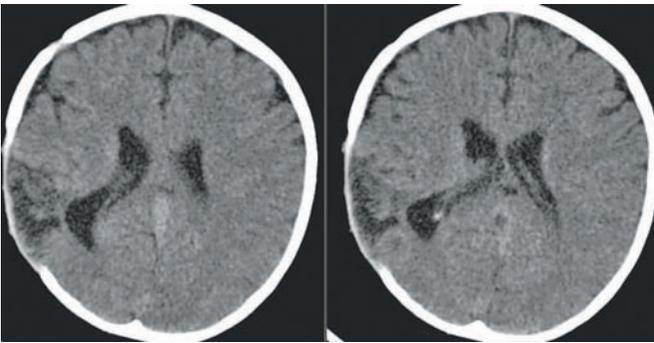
МСКТ. Через 10 месяцев после травмы и операций. В области хирургического вмешательства сформировался кистозный рубцово-спаечный процесс, о чем свидетельствует асимметричный и подтянутый к мозговому рубцу правый боковой желудочек.
